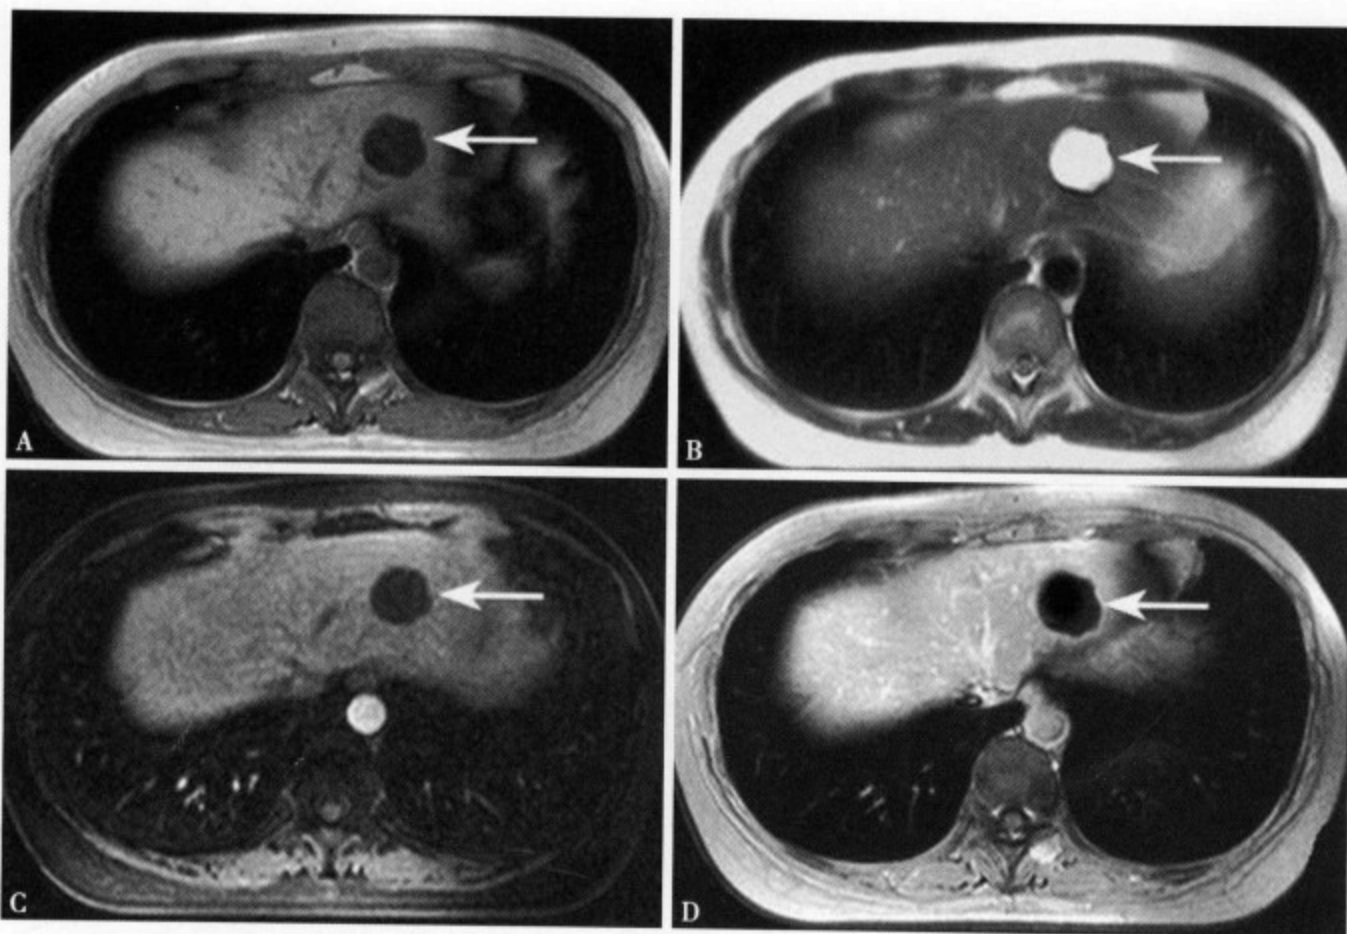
单发性肝囊肿：T₁WI (A) 肝左叶外侧段显示一圆形低信号病灶，边缘光整，清楚；T₂WI (B) 病灶呈均匀性高信号，边缘光整、清楚；增强 MRI 动脉期 (C) 和静脉期 (D) 病灶内均无强化
